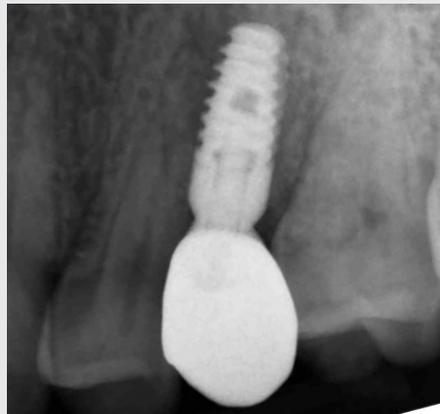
Radiografia periapicale dell'implanto con la protesi definitiva
